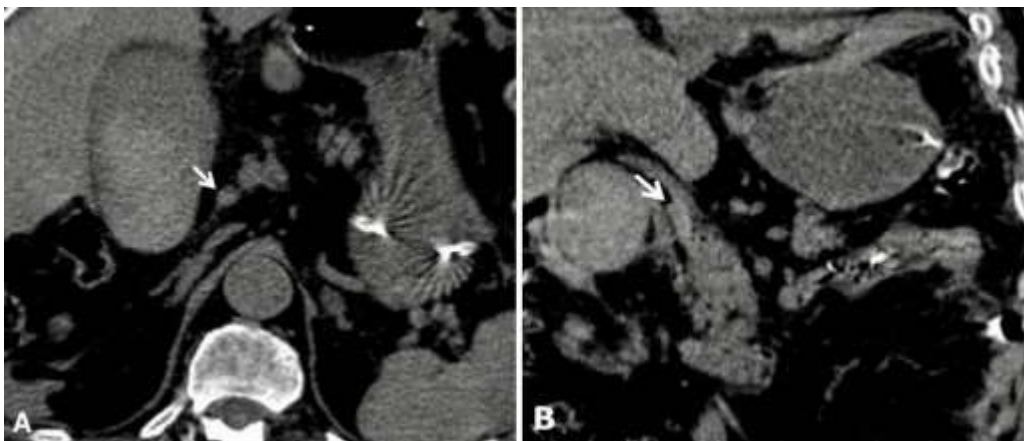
TDM abdominale sans injection de PDCI en coupes axiale (A) et coronale (B); hémobilie: contenu spontanément hyperdense de la voie biliaire principale (flèche blanche)
